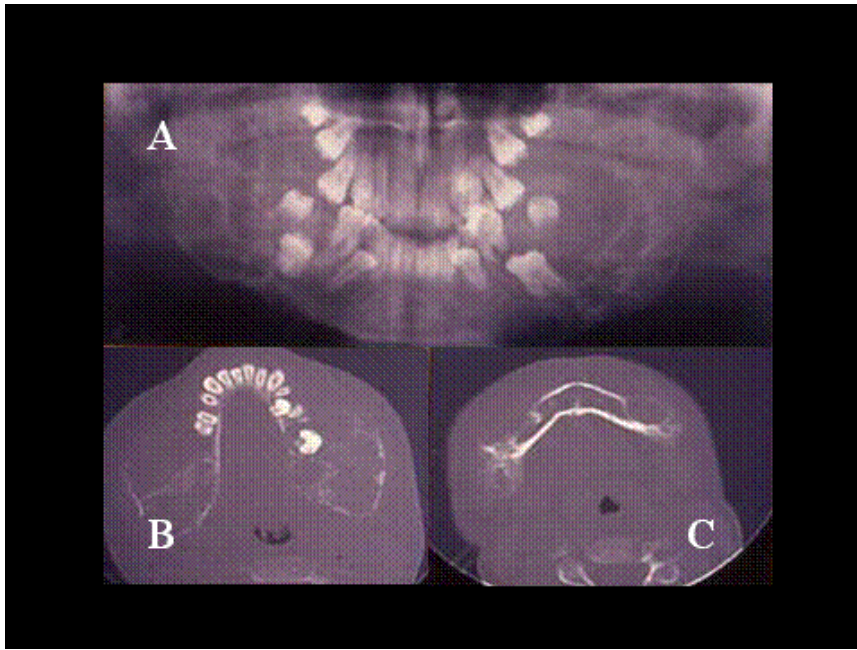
Querubismo. A) Radiografía simple, panorámica en la que se observan múltiples lesiones líticas expansivas, bilaterales, afectando a toda la mandíbula, con desplazamiento de los dientes. El TAC (B y C) muestra la gran expansión mandibular
